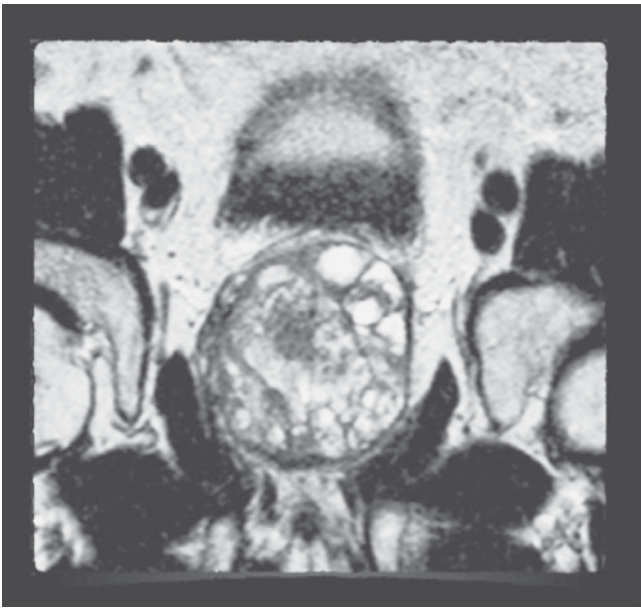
Хворий Д., МРТ. Гетерогенна транзиторна зона з типовими вузлами регенерації
